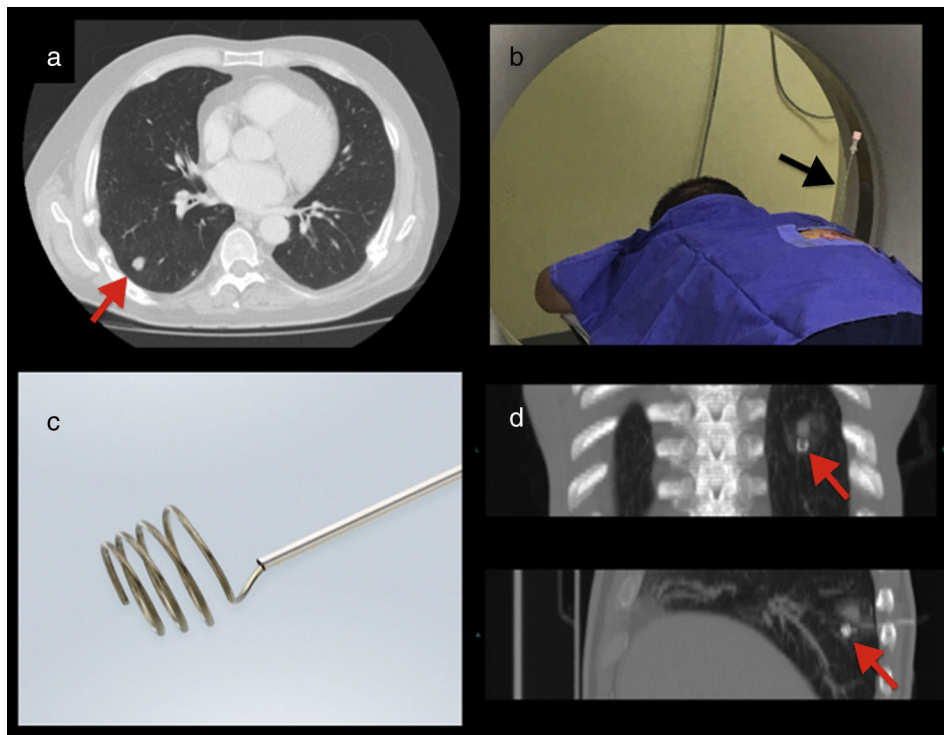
a) TC: nódulo pulmonar del lóbulo inferior derecho (flecha roja). b) TC: aguja de marcación *in situ* (flecha negra). c) Lung marker system (LMS). d) TC: LMS adyacente al nódulo (flechas rojas).
